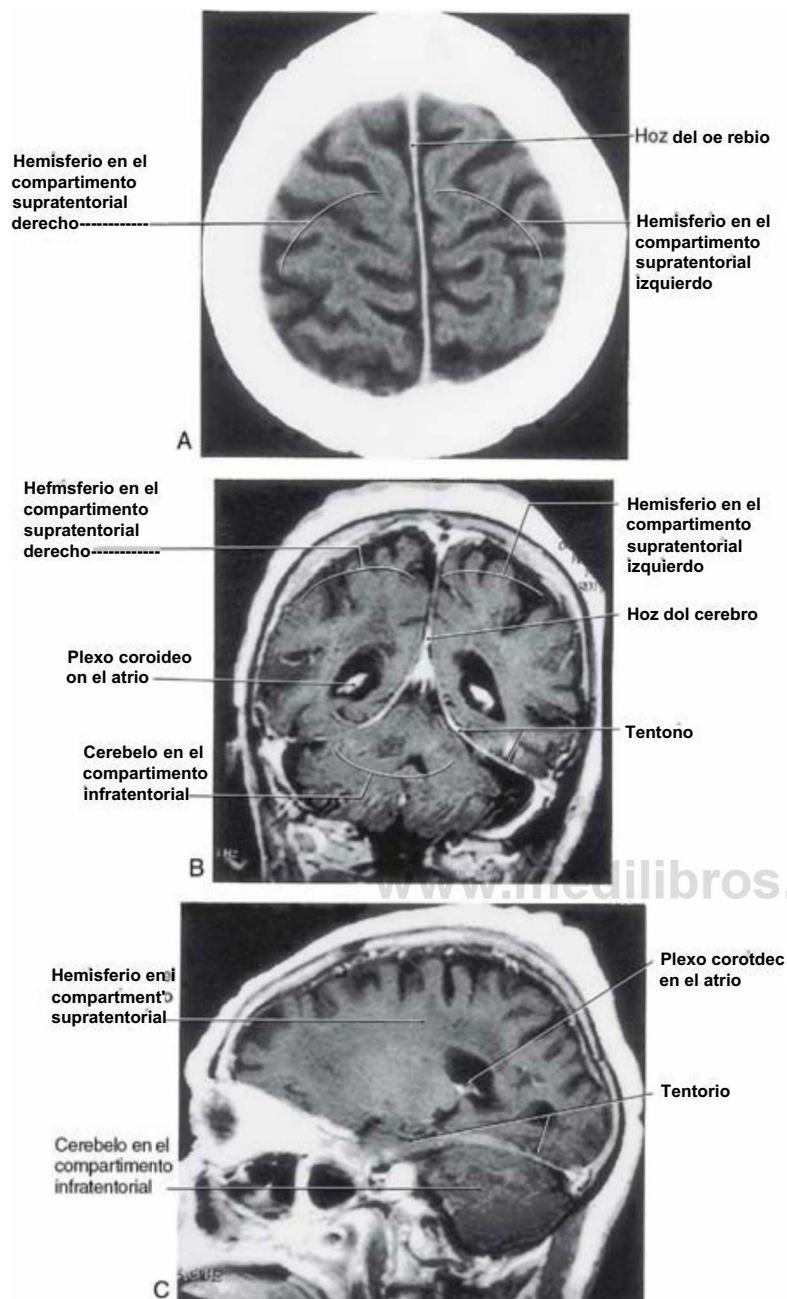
Imágenes de resonancia magnética potenciadas en T1 en los planos axial (A), coronal (B) y sagital (C) que muestran las relaciones de la hoz del cerebro (A, B) y del tentorio (B, C). Obsérvese las posiciones de los compartimentos supratentoriales derecho e izquierdo y del compartimento infratentorial en los tres planos en relación a estos grandes tabiques duros.
